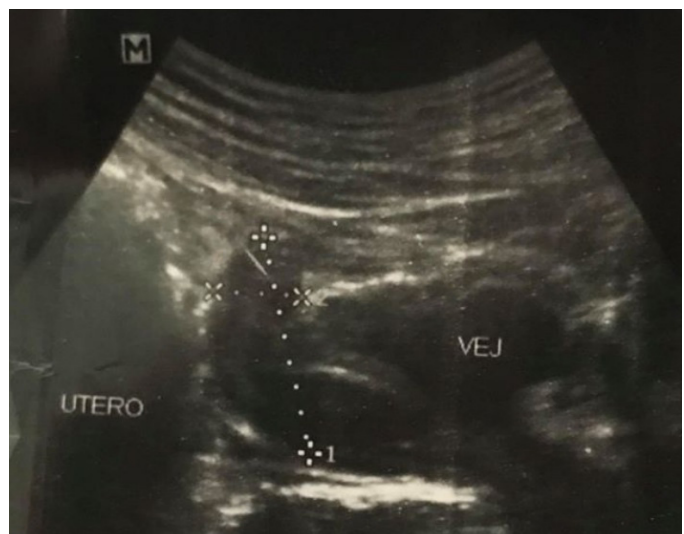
Ecografía de Útero. Hipoplasia uterina
